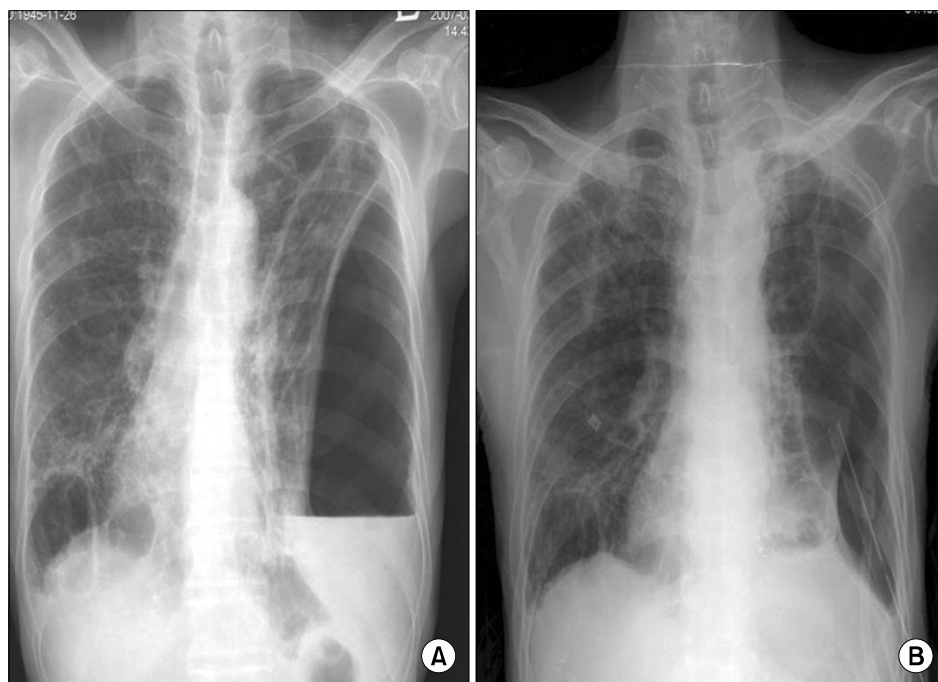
Case 2: Initial chest X-ray shows that large amount of loculated hydropneumothorax at the left thorax (A). Following chest X-ray shows that the empyema has been improved (B).
